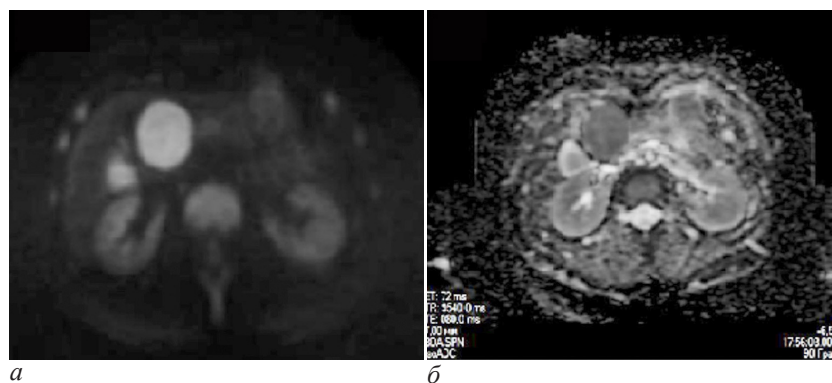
МРТ пациентки Ш., 18 лет: а – в режиме DWI (b 800); б – ADC-карта
